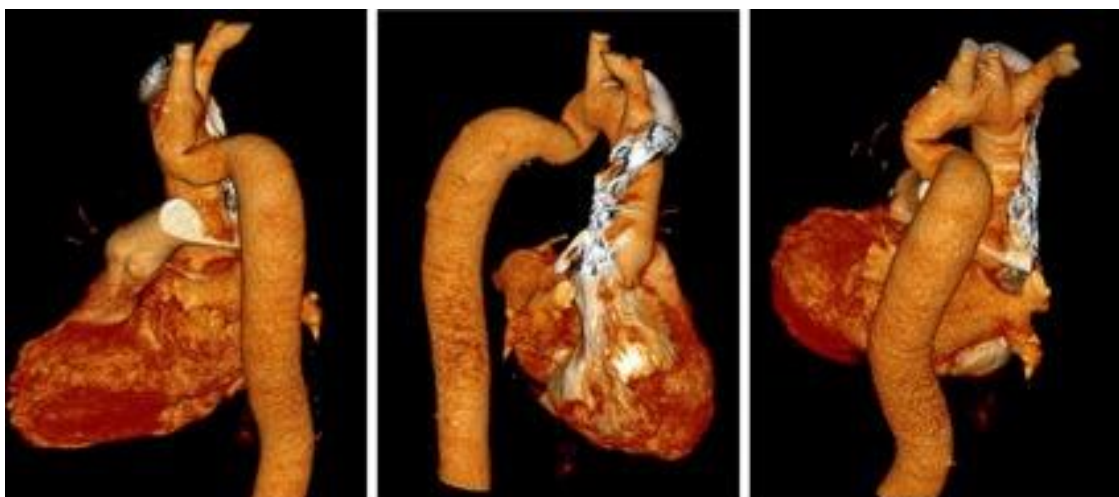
Imagen de reconstrucción tridimensional de TAC en varón de 57 años, con hipertensión arterial, pero sin gradiente brazo-pierna ni por *Doppler*. Las imágenes son diagnósticas y sugestivas de coartación leve o pseudocoartación.
